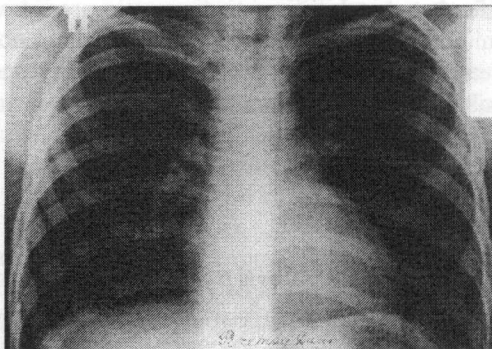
Bolnavul P. Radiografie toracică postoperatorie – la 1 an după operație.
